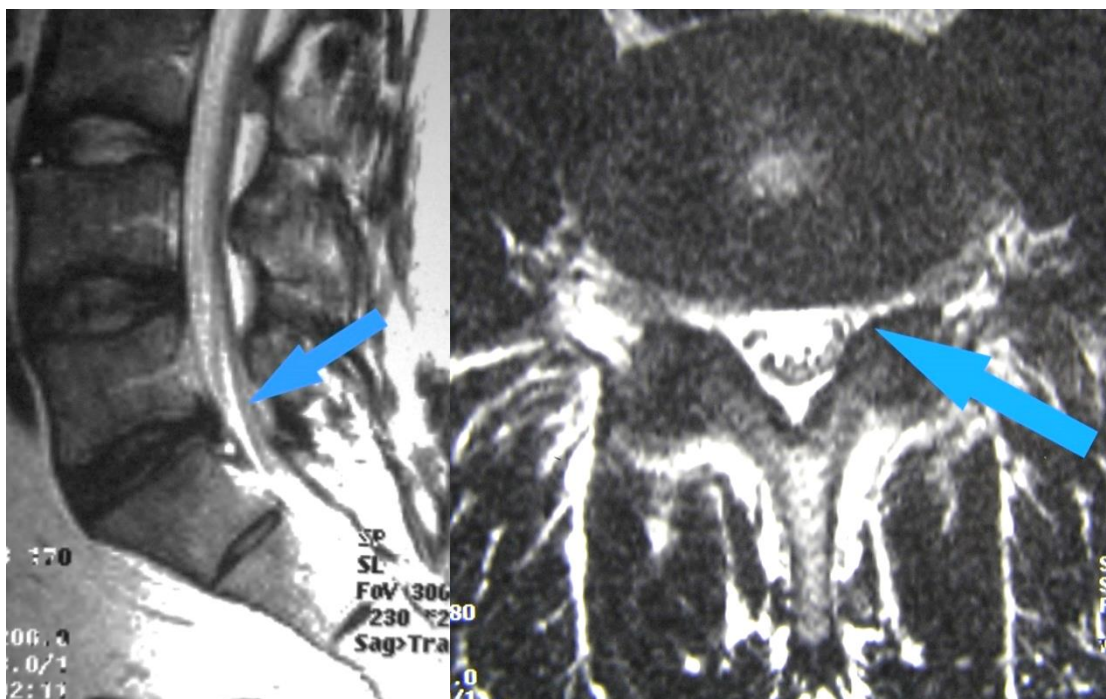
МРТ больного Н, (И/Б № 2466/480 06.03.2008 г.) Сагиттальная проекция А, фронтальная проекция Б: секвестрированная грыжа L5-S1 слева
